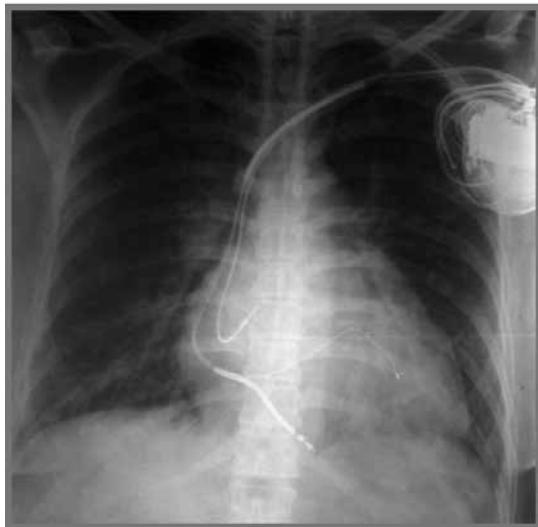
Radiografía de tórax con cardiomegalia e HVC
